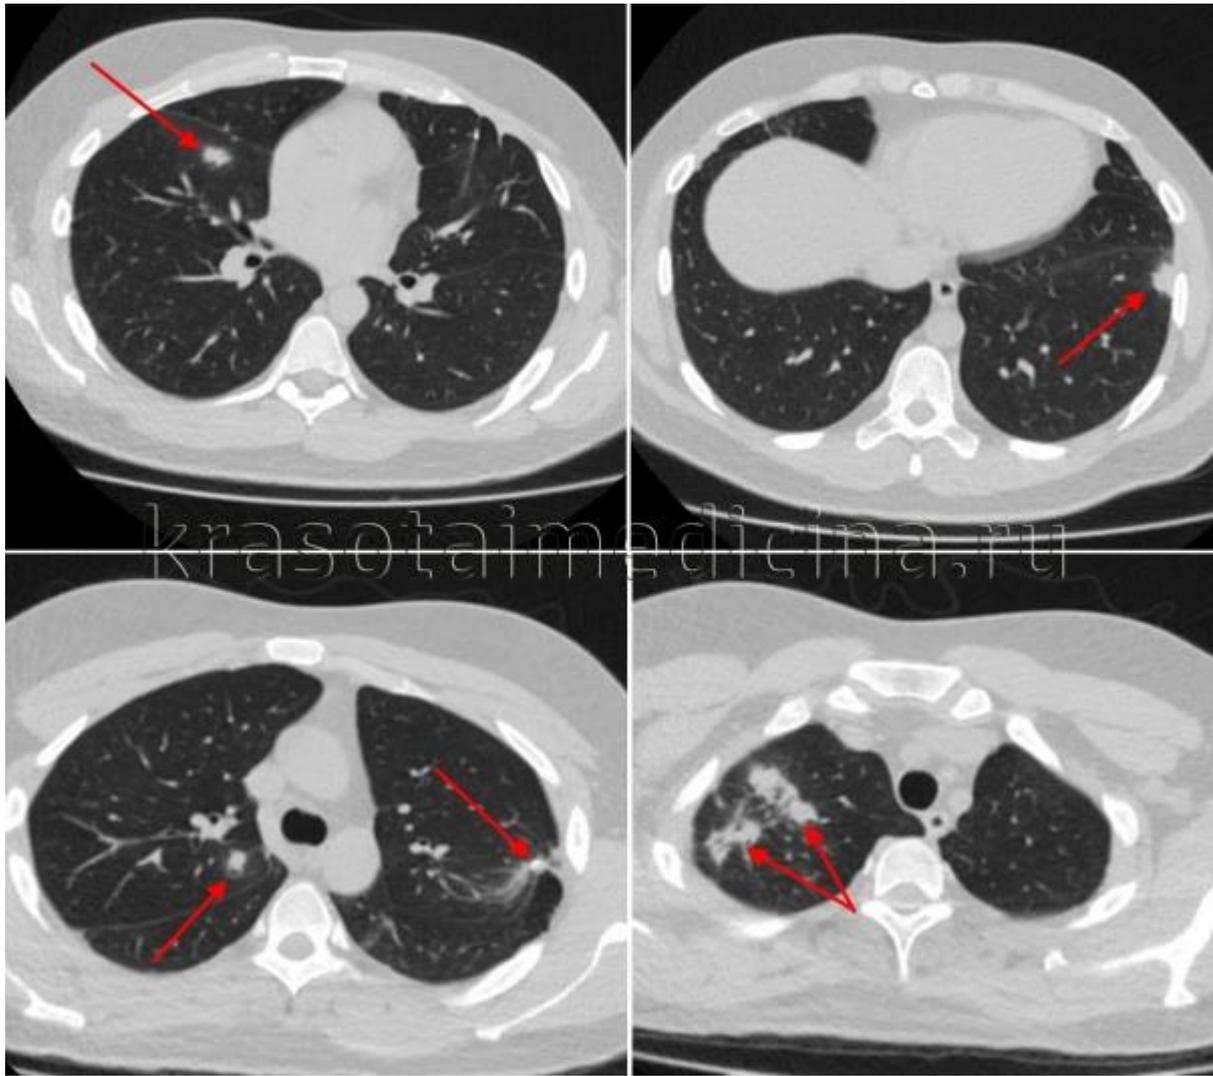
КТ ОГК. Множественные очаговые поражения верхней и средней доли правого легкого, верхней и нижней доли левого легкого у пациента с диссеминированным туберкулезом.
